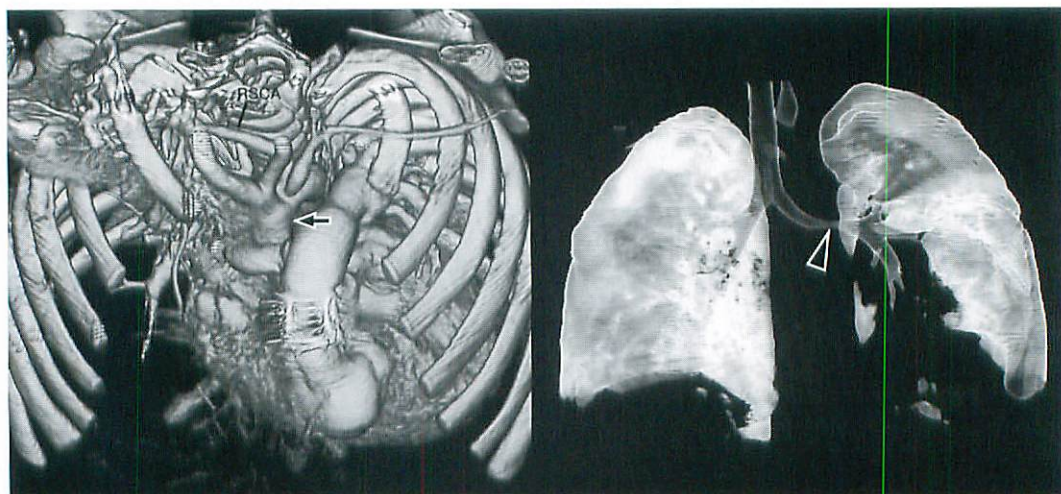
MDCT angiographic (left) and CT bronchoscopic images in patient with post operative state of Truncus Arteriosus, aortic interruption, and patent ductus arteriosus (14M, same patient with Fig.4).
